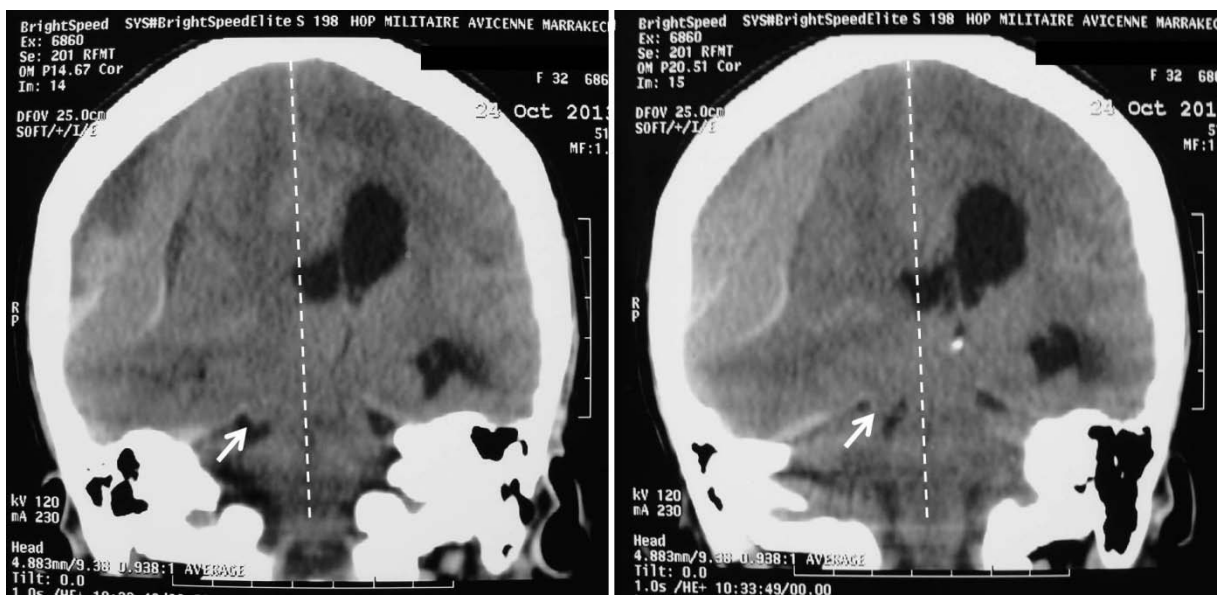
TDM cérébrale en reconstruction coronale mettant en évidence une déviation de la ligne médiane (ligne en pointillés) et du ventricule latéral droit vers la gauche. Notez la hernie uncale droite signalée par la flèche blanche.
